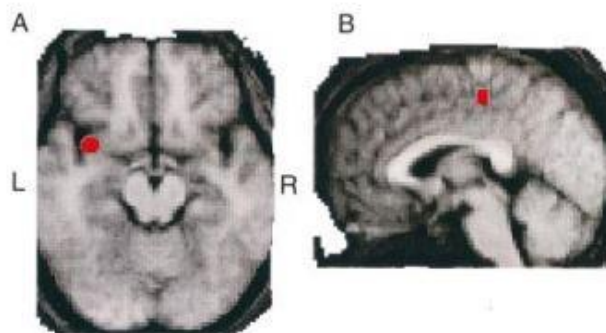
Sección coronal (A) y Sagital (B) de la media del espacio Normalizado espacialmente (NMI) en un estudio por MRI, que muestra la activación de la ínsula izquierda (A) y la corteza del cíngulo posterior (B) con los puntos en rojo.(fuente: (Kawashima et al., 1999).)
